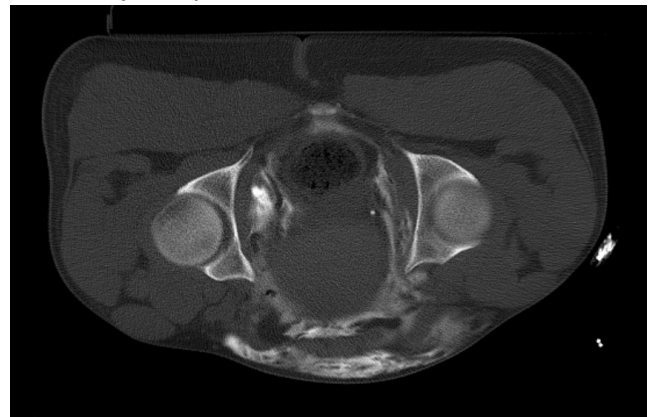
CT cystogram of Case 1
